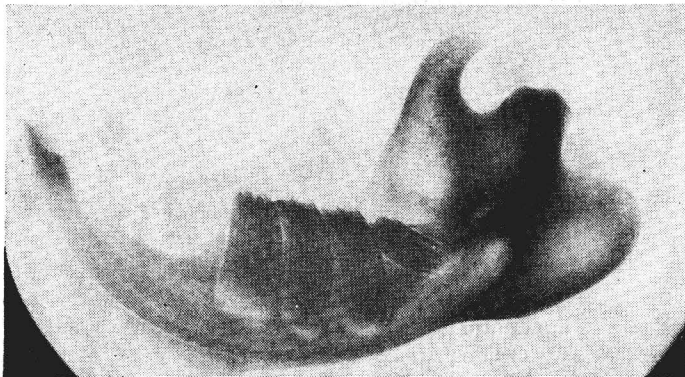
Rechter Unterkieferast mit angeborener Stellungsanomalie des  $M_3$  (Tab. 1, Nr. 20). Beachte die intakte Alveole (Röntgenaufnahme: Dr. R. Piechocki)
